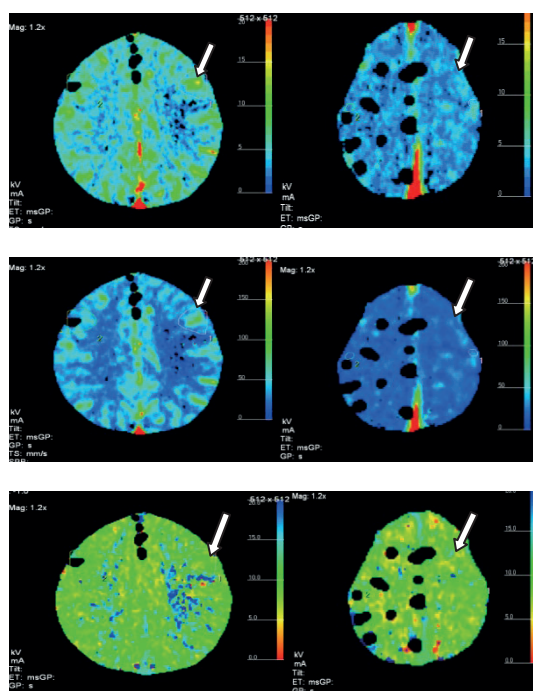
Тот же пациент. Показатели МОК, ЛК и ВТ до СРХ (слева) и через 6 недель (справа). Визуально область гиперперфузии кровотока слева (стрелки), не визуализируется на снимках справа (стрелки).
